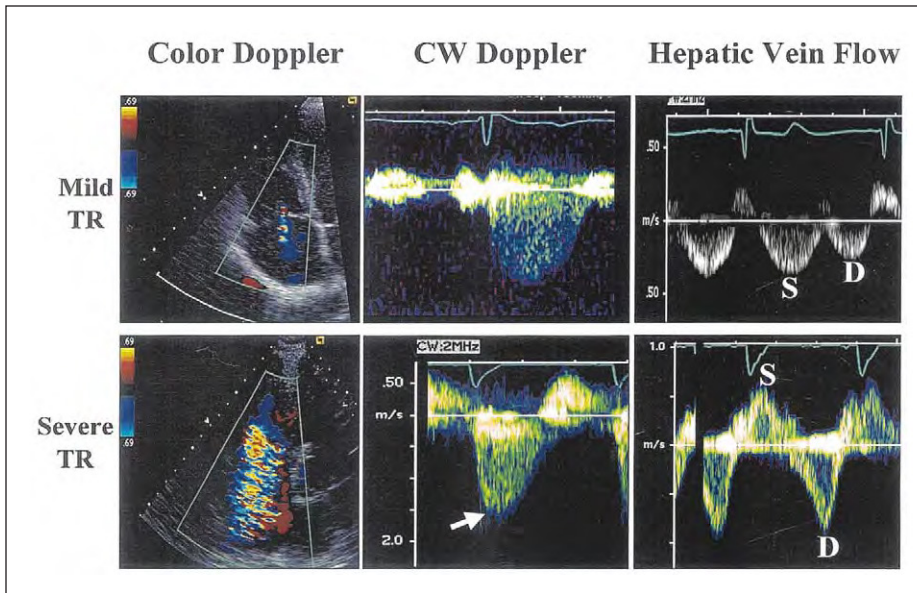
Vues en Doppler couleur et par Doppler continu (DC) du flux regurgitant et vue en Doppler pulsé (DP) du flux dans les veines hépatiques dans un cas d'insuffisance tricuspидienne légère et sévère (IT). Le cas d'IT légère montre un jet central étroit avec une zone de convergence minimale, en contraste avec le cas d'IT sévère qui a une zone de convergence large et une surface de jet qui s'étend dans l'oreillette droite. Le flux par DC montre une orme parabolique dans l'IT légère et un pic précoce de vélocité avec une forme triangulaire dans l'IT sévère (flèche). Le flux hépatique est normal dans l'IT légère. A l'opposé, le flux systolique est inversé dans l'IT sévère. D, vélocité du flux diastolique.
